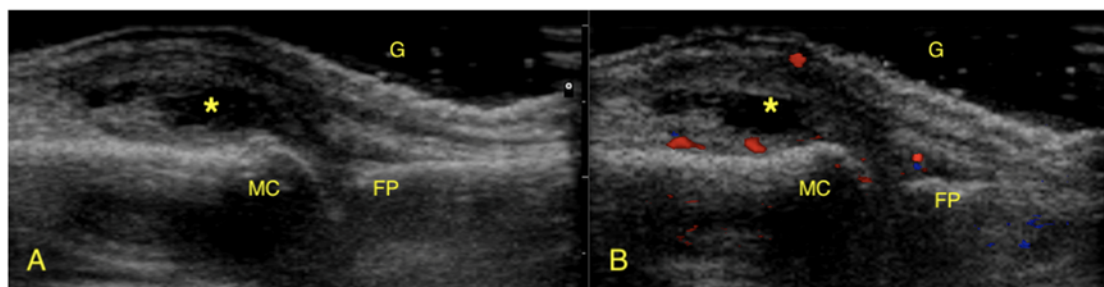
Imagen longitudinal de metacarpofalángica (MC metacarpiano, FP falange proximal) en escala de grises foto A y modo Doppler foto B, con sinovitis (asterisco). G gel. Imágenes de mi colección personal recogida con consentimiento del paciente.
